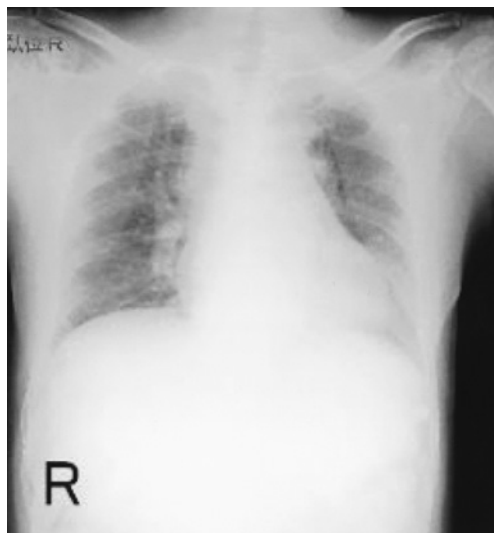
Chest radiography (supine position)
